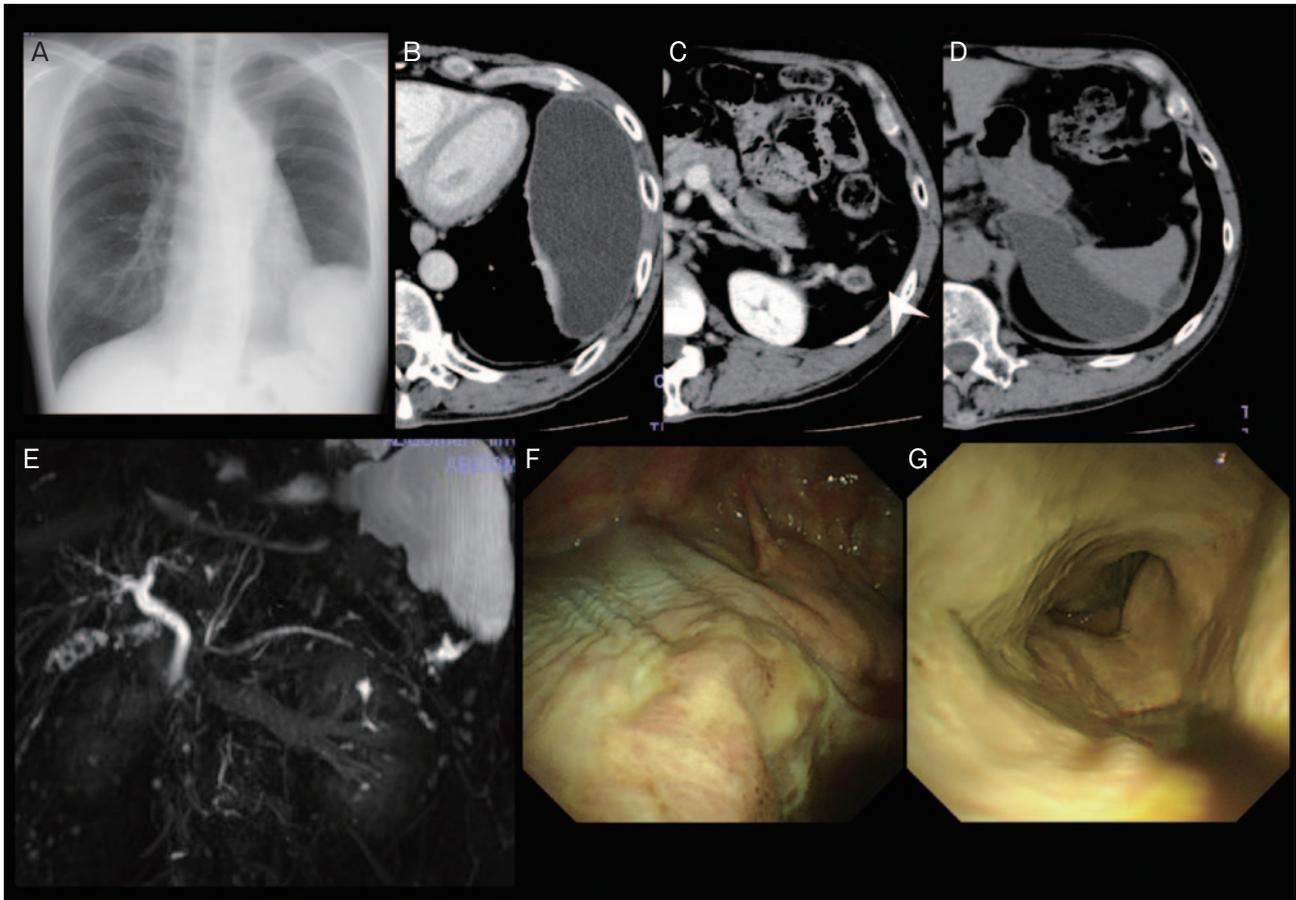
X線・CT・MRCP・胸腔鏡検査所見. (A) 初診時胸部単純X線写真. 左被包化胸水の貯留を認めた. (B) 初診時胸部造影CT検査所見. 左胸腔内に被包化された胸水の貯留を認めた. (C) 初診時腹部造影CT検査所見. 膵尾部と脾臓との間に膵仮性嚢胞を認めた. (D) 左胸水貯留前の腹部単純CT検査所見. 膵尾部から脾周囲にかけて仮性膵嚢胞を認めた. (E) MRCP検査所見. 膵仮性嚢胞を認めたが, 膵管と胸腔との交通は認めなかった. (F) 初回ドレナージ時の局所麻酔下胸腔鏡検査所見. 肺と胸壁の癒着は認められず, 胸膜の肥厚も認めなかった. (G) 6月の再ドレナージ時の局所麻酔下胸腔鏡検査所見. (F) とほぼ同様の部位を観察している. 黒色の胸水貯留と広範囲の肺と胸壁との癒着を認めた. 壁側胸膜, 臓側胸膜はともに著明に肥厚していた.
